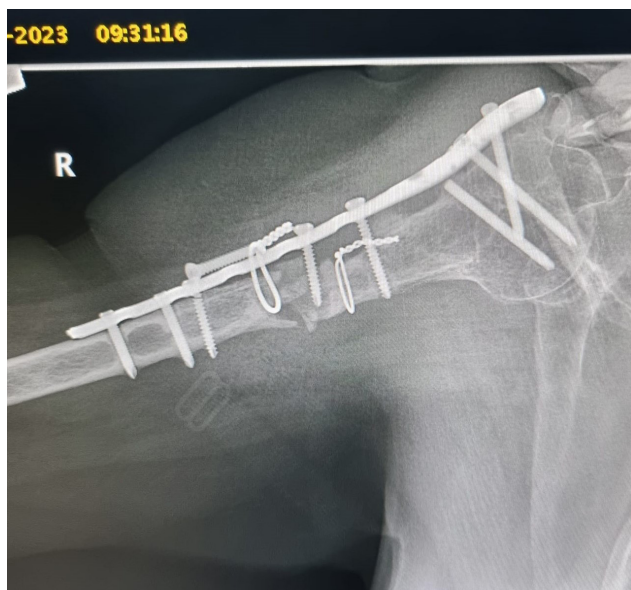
Stress view X-ray in abduction position. Pathological mobility is demonstrated at the diaphysis beneath the plate
